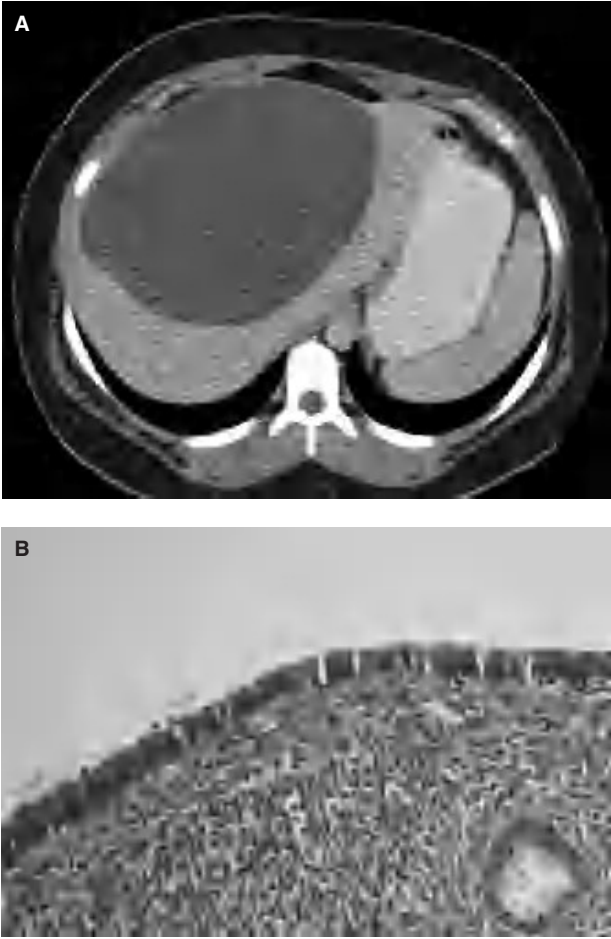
A: tomografía computarizada abdominal, corte axial. Puede observarse la presencia de una tumoración quística de 12 cm en su diámetro mayor, localizada en el segmento IV hepático, de paredes finas, y que se encuentra trabeculada por la existencia de finos septos intraquísticos. B: detalle histológico del cistoadenoma seroso, que está constituido por múltiples quistes de diámetro variable, delimitados por septos finos (hematoxilina-eosina, 1,25).*
